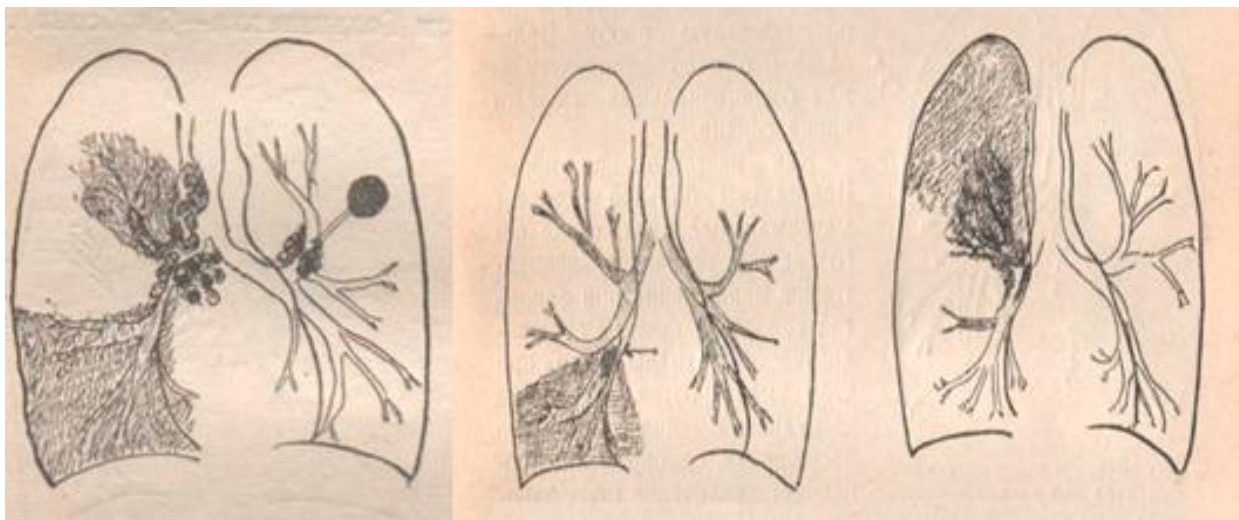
Рисунки И.Л. Тагера из монографии «Рентгенодиагностика рака лёгкого».
